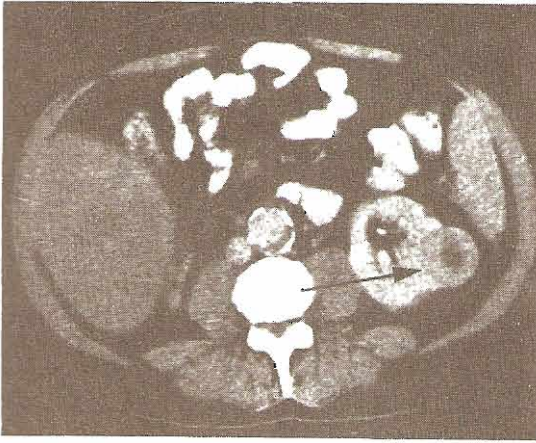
Estudios TC: riñones. Arriba izquierda: Carcinoma de células renales. El tumor renal izquierdo (flecha) muestra necrosis central. Obsérvese la calcificación en la aorta abdominal arteriosclerótica. Varón de 61 años con nefrectomía derecha previa por carcinoma renal. Arriba derecha: Adenocarcinoma renal reincidente. Reincidencia masiva en la fosa renal derecha (T), con invasión extensa de tejidos blandos posteriores y destrucción de cuerpos vertebrales (flechas). Varón de 51 años después de nefrectomía derecha por carcinoma. Abajo izquierda: Angiomiolipomas renales. Lesiones múltiples en masa con baja atenuación en riñón izquierdo (flechas) con números TC negativos compatibles con grasa. L = hígado. Mujer de 35 años con múltiples hamartomas renales bilaterales. Abajo derecha: Desgarro pélvico renal derecho. El estudio TC aumentado a través de los riñones muestra extravasación del material radiopaco (flecha). La hemorragia hacia el psoas y los músculos de la espalda ha aumentado su imagen (*). Varón de 22 años con desgarro de la pelvícula renal derecha por puñalada.
